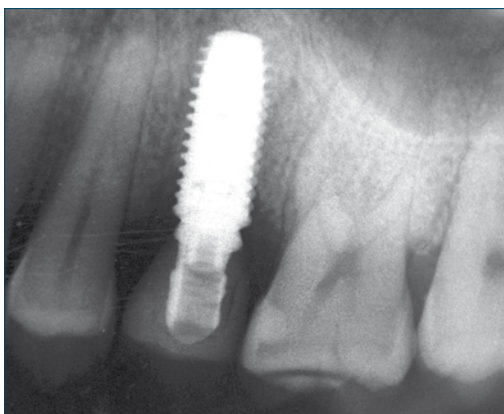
Controllo radiografico a 6 mesi dall'intervento dopo posizionamento della corona in disilicato di litio.
